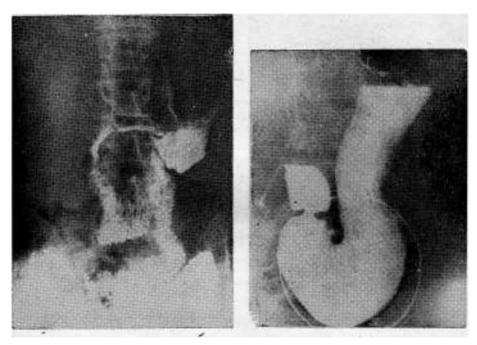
(Observación Nº 6). Radiografía tomada al año de la operación. El bario ha sido ingerido pocos minutos antes de tomarse la placa. Radioscópicamente buen funcionamiento. (Dr. Burnett). Ver además evolución de la observación correspondiente.
